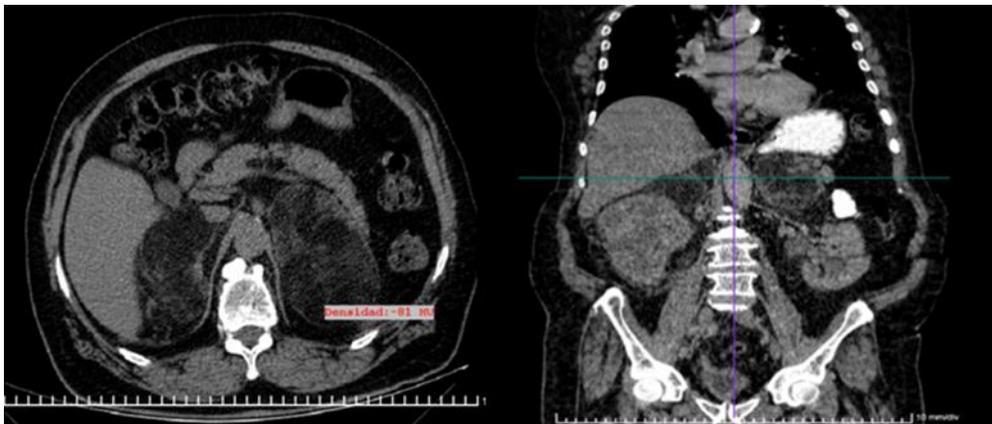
Mielolipoma suprarrenal bilateral. Tomografía abdominal simple (corte axial y reconstrucción coronal).
